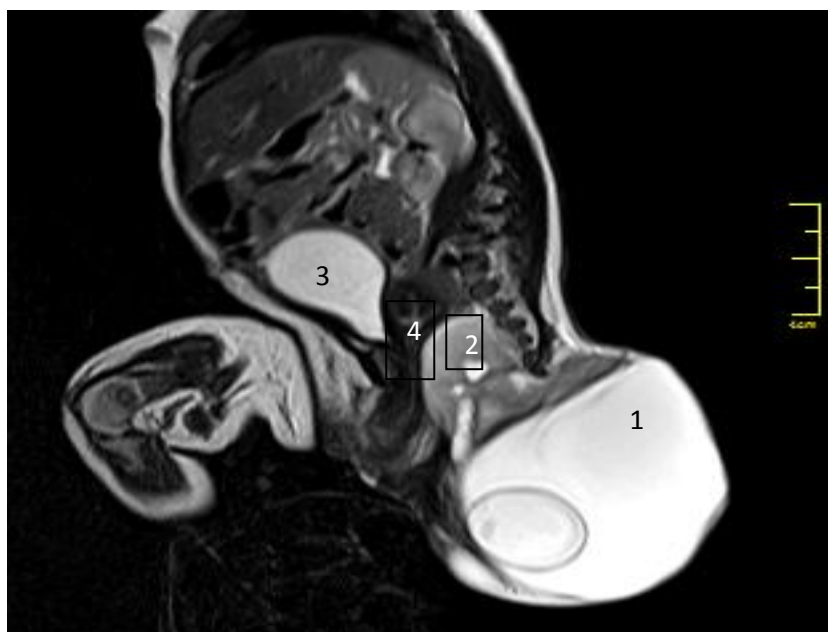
Магнитно-резонансная томограмма девочки С., 2 дней жизни. Опухоль герминовой природы располагается в крестцово-копчиковой области. Цифрами отмечены: 1- жидкостный компонент опухоли; 2- солидный компонент новообразования; 3- мочевого пузыря отесненный вверх; 4-матка.
